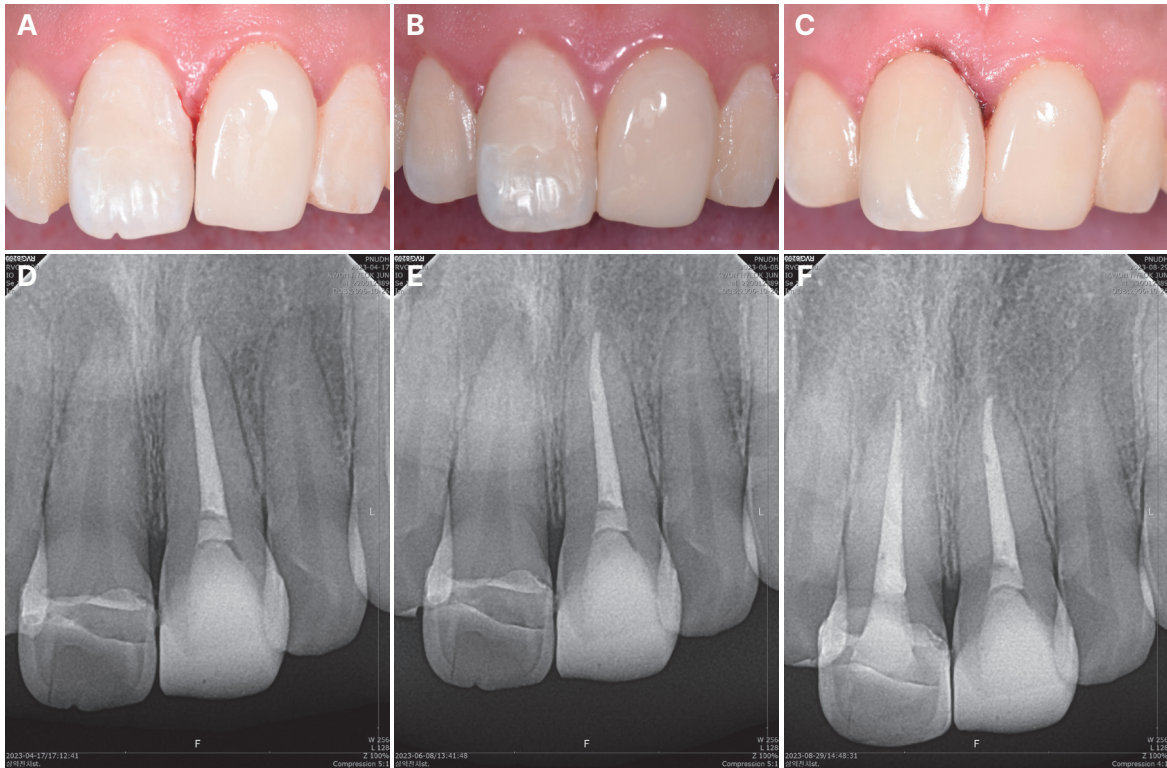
Clinical and radiograph examination during follow up. (A) Postoperative photograph, (B) 2-month follow-up photograph, (C) 4-month follow-up photograph, (D) Postoperative radiograph, (E) 2-month follow-up radiograph, (F) 4-month follow-up radiograph.
